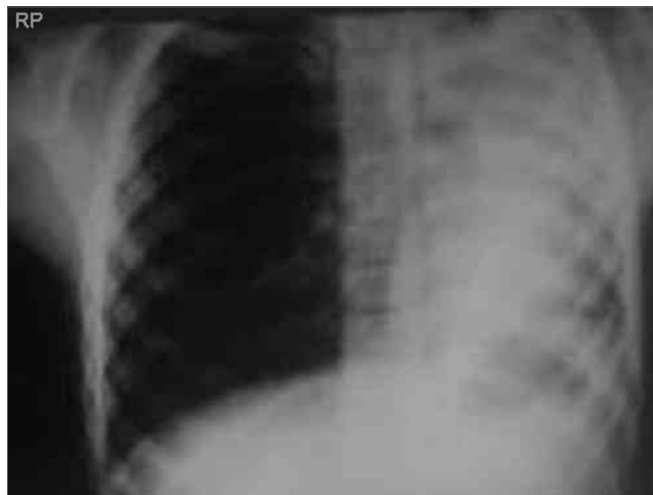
Radiografia de Tórax em PA. O exame mostra atelectasia pulmonar obstrutiva do pulmão esquerdo, causada por corpo estranho em brônquio fonte esquerdo. Observamos velamento do hemitórax esquerdo com aspiração mediastinal. Pulmão direito hiperinsuflado.
